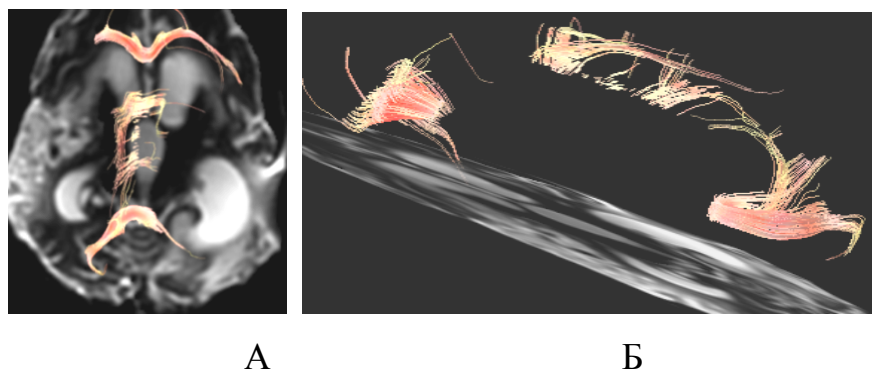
МРТ пациентки К. в диффузно-тензорном режиме (2010 г.)
